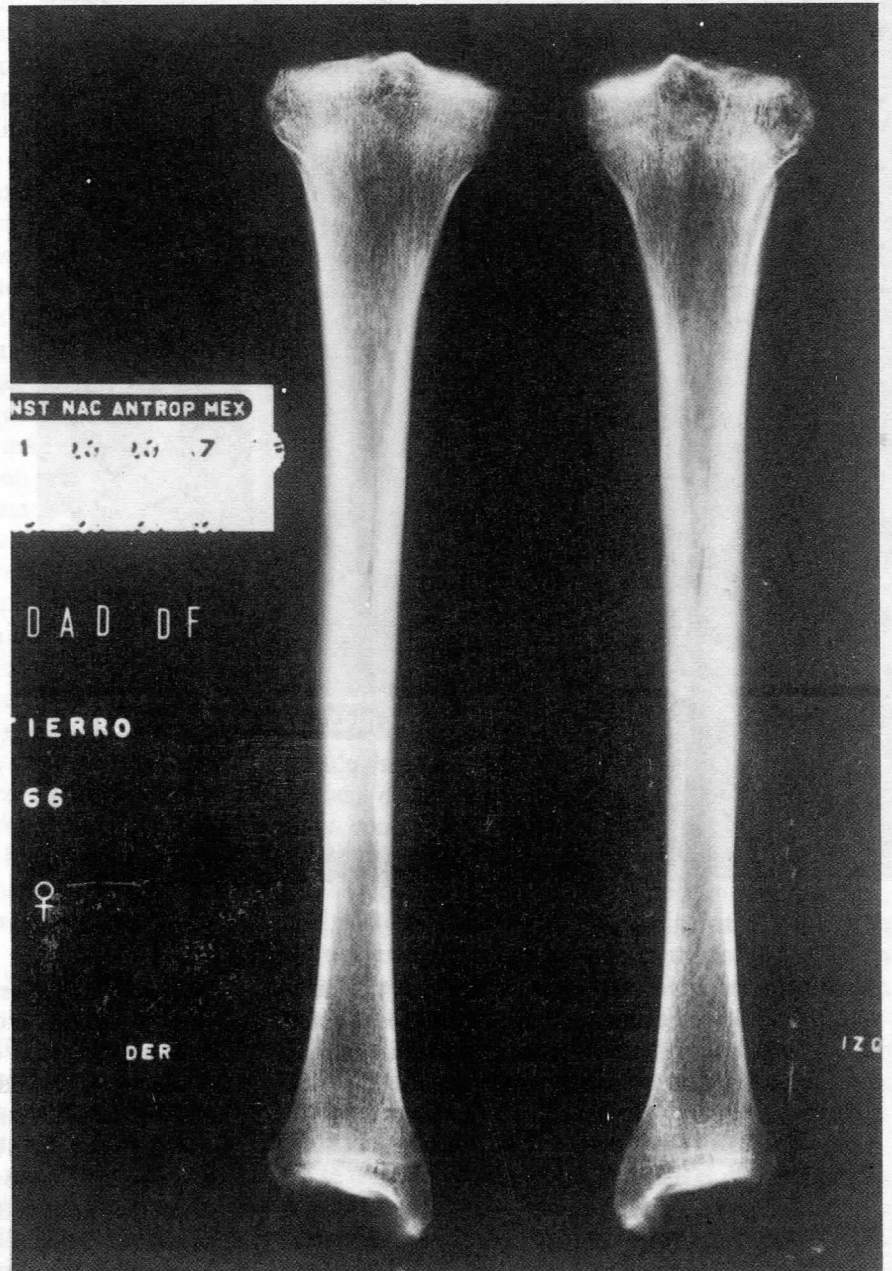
Radiografía que muestra el estrangulamiento del canal médular en la tibia izquierda.
